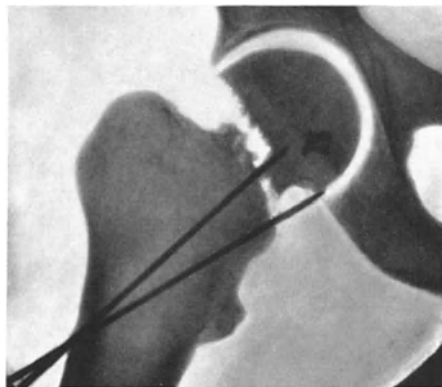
Zu starke Längstraktion, die vor dem Einbohren des Führungsdrahtes nicht ausgeglichen worden ist (Chir. Klinik Uppsala, verdeutlichtes Röntgenbild).
